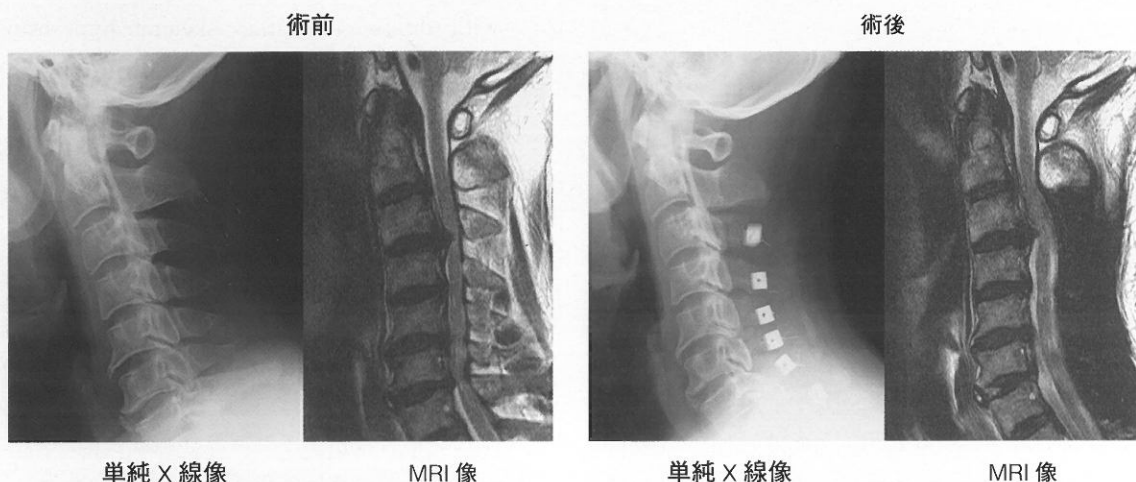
頸椎 OPLL (C2-C6椎体高位, 混合型)における術前術後の単純X線像とMRI像
